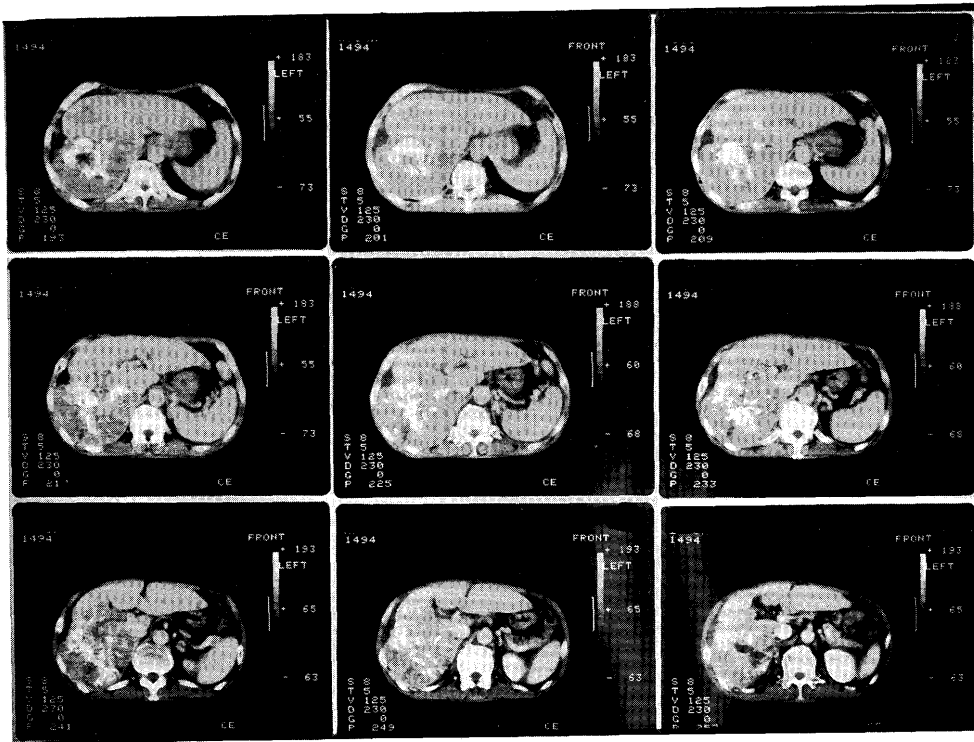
CT scan after TAE therapy shows tumor thrombus involving portal vein. Inferior vena cava is dilated below the marked stenosis at the level of the liver.
